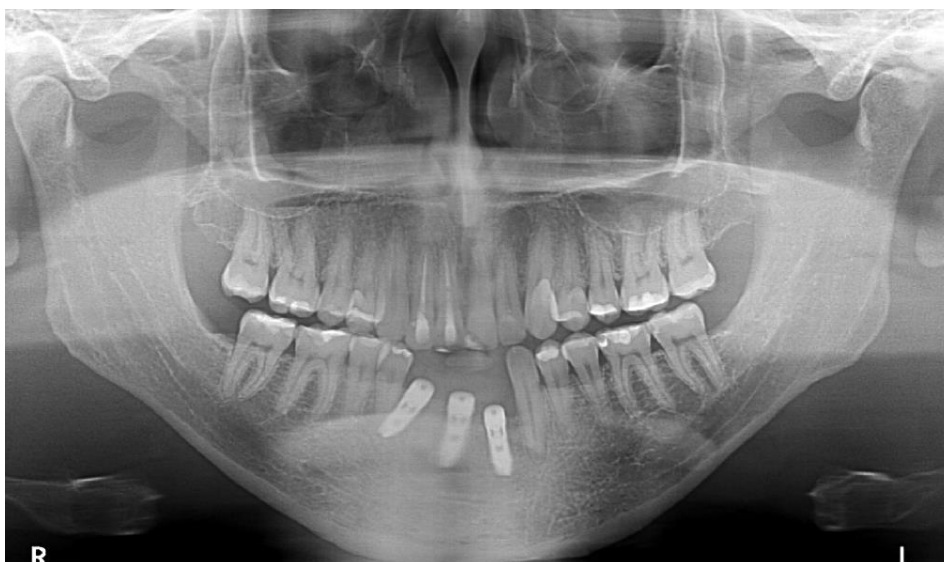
Radiografía panorámica que muestra los implantes dentales en su sitio y función. Caso 2
